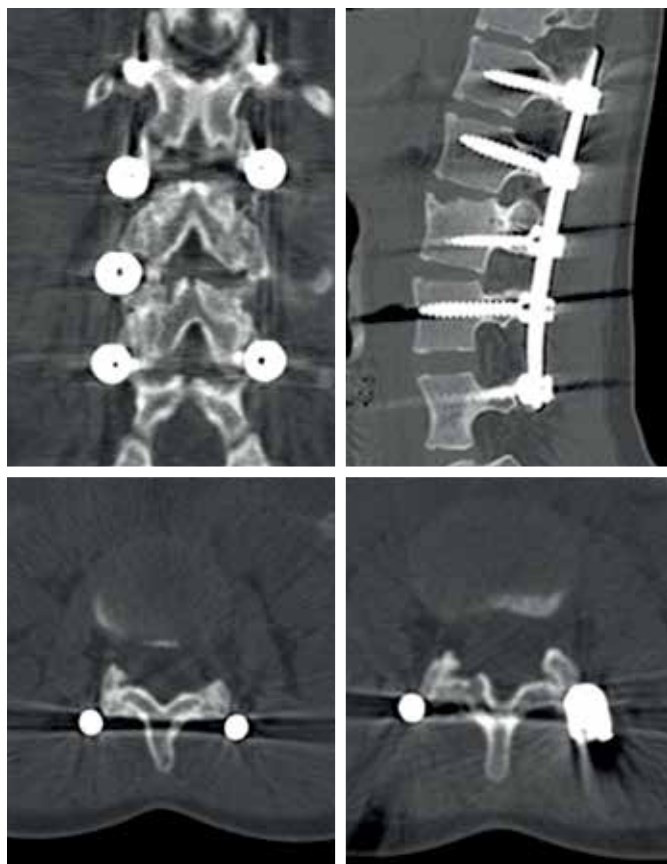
Промежуточная фиксация при повреждении L1-L2 сегмента типа C, контрольные КТ через 12 мес. после операции
